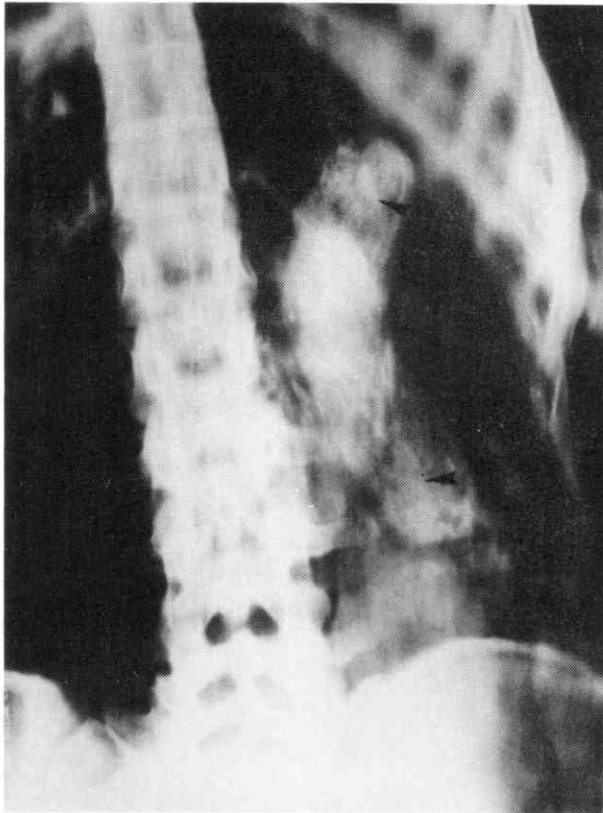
La tomographie du flanc gauche de ML4 permet de discerner 2 paquets-canopes (►) juxtaposés dont on remarquera l'aspect granité.
